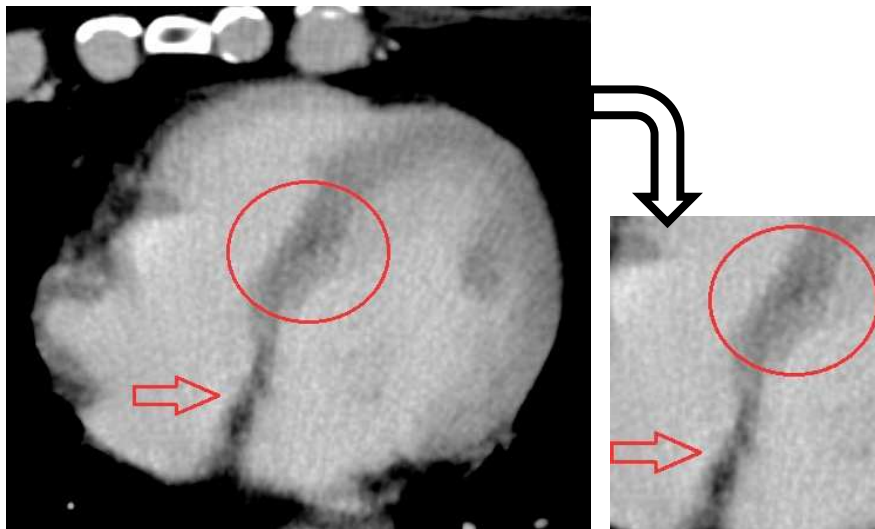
immagine assiale TC
